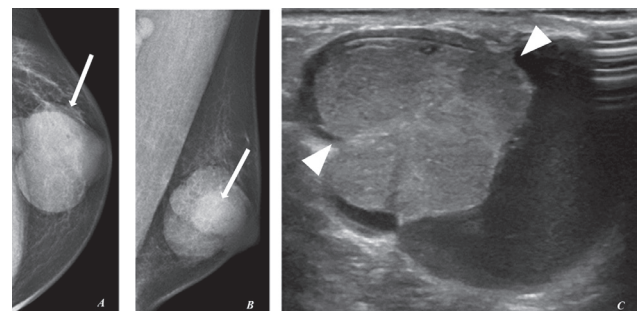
A 57-year-old man presented with a palpable mass in the left breast. Mammogram (figure A, B) demonstrated high-density, lobular subareolar mass with circumscribed margin (arrow). This mass appears as a complex cystic mass with predominantly cystic soft tissue mass projecting into the cyst lumen on ultrasound (figure C, arrowhead). The pathological diagnosis was intraductal papillary carcinoma.
